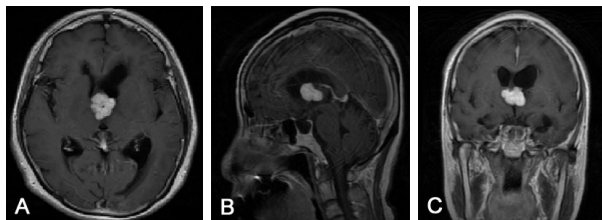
第三脑室转移为首发表现的肾透明细胞癌MRI表现 可见第三脑室内前上部可见一欠规则形等T₁WI、稍高T₂WI信号,FLAIR高信号影,呈浅分叶状,增强后呈明显较均匀性强化,中心可见小点状未强化影,边界清楚,大小约19 mm×21 mm×14 mm
